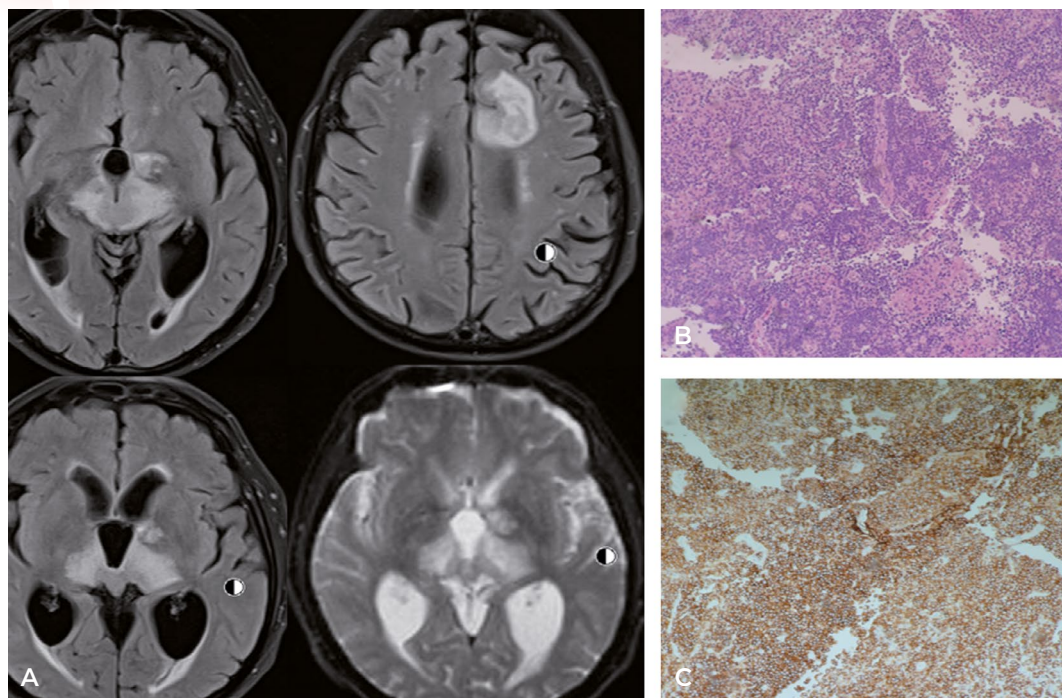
A) RM en secuencias T2 FLAIR y DWI. Aumento en el tamaño y la extensión de las lesiones previas, así como la aparición de nuevas lesiones (principalmente en el lóbulo frontal), con efecto de masa e hidrocefalia. B) Histopatología, x10, 0,25. Tinción con hematoxilina y eosina: células grandes, discohesivas y monomórficas con núcleos vesiculares prominentes. C) Histopatología, x10, 0,25. Amplia inmunopositividad membranosa para CD20, el marcador estándar para linfocitos B. También se observó positividad para otros marcadores de linfocitos B: BCL2, BCL6 y MUM1. La muestra fue negativa para CD3, CD5, ciclina D1, CD10 y CD23, lo que ayuda a descartar otros tipos de linfoma. El índice de proliferación, medido por Ki-67, es aproximadamente del 80%, lo que indica una tasa alta de proliferación celular característica de este tipo de linfoma. La prueba EBER fue negativa, lo que sugiere que el linfoma no está asociado con el virus de Epstein-Barr. En conjunto, estos hallazgos son consistentes con el diagnóstico de linfoma no Hodgkin de células B grandes difusas, compatible con linfoma primario del sistema nervioso central.
